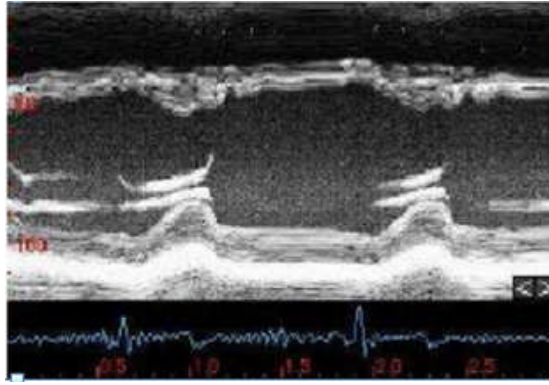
image échographique typique de l'image échographique en mode M
